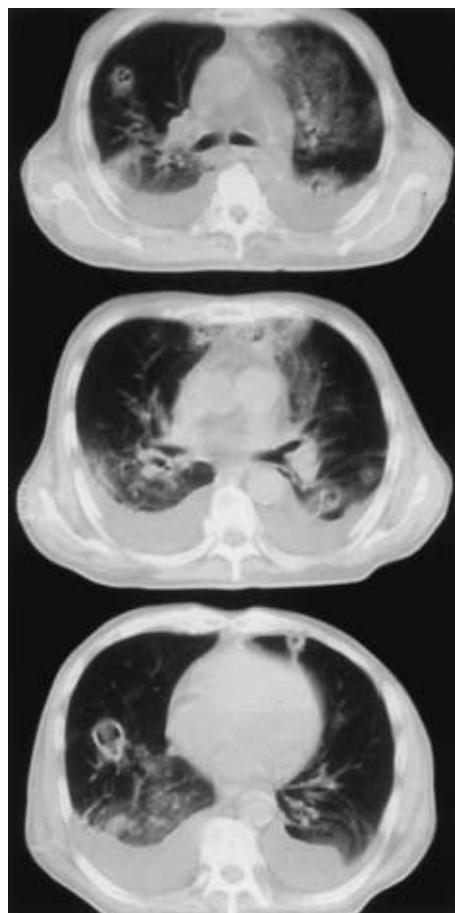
Chest CT shows multiple cavitation nodules with feeding vessel signs bilaterally, and pleural effusions were also seen.
